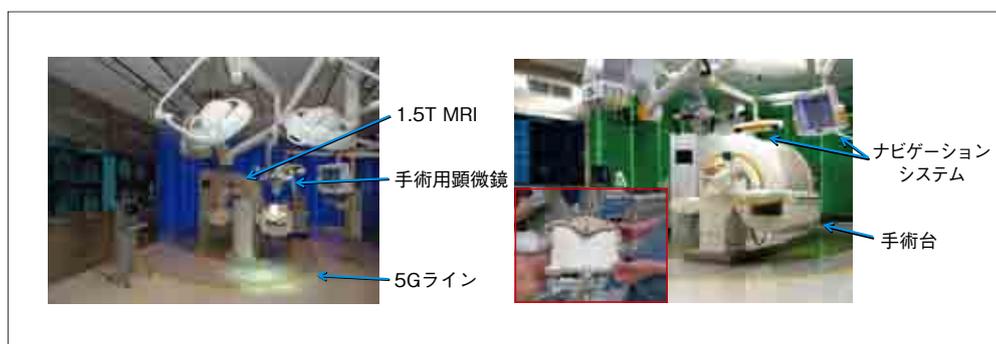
名古屋セントラル病院に設置された術中MRI搭載統合型ナビゲーションシステム「ブレインスイート (BrainSUITE)」の全景
